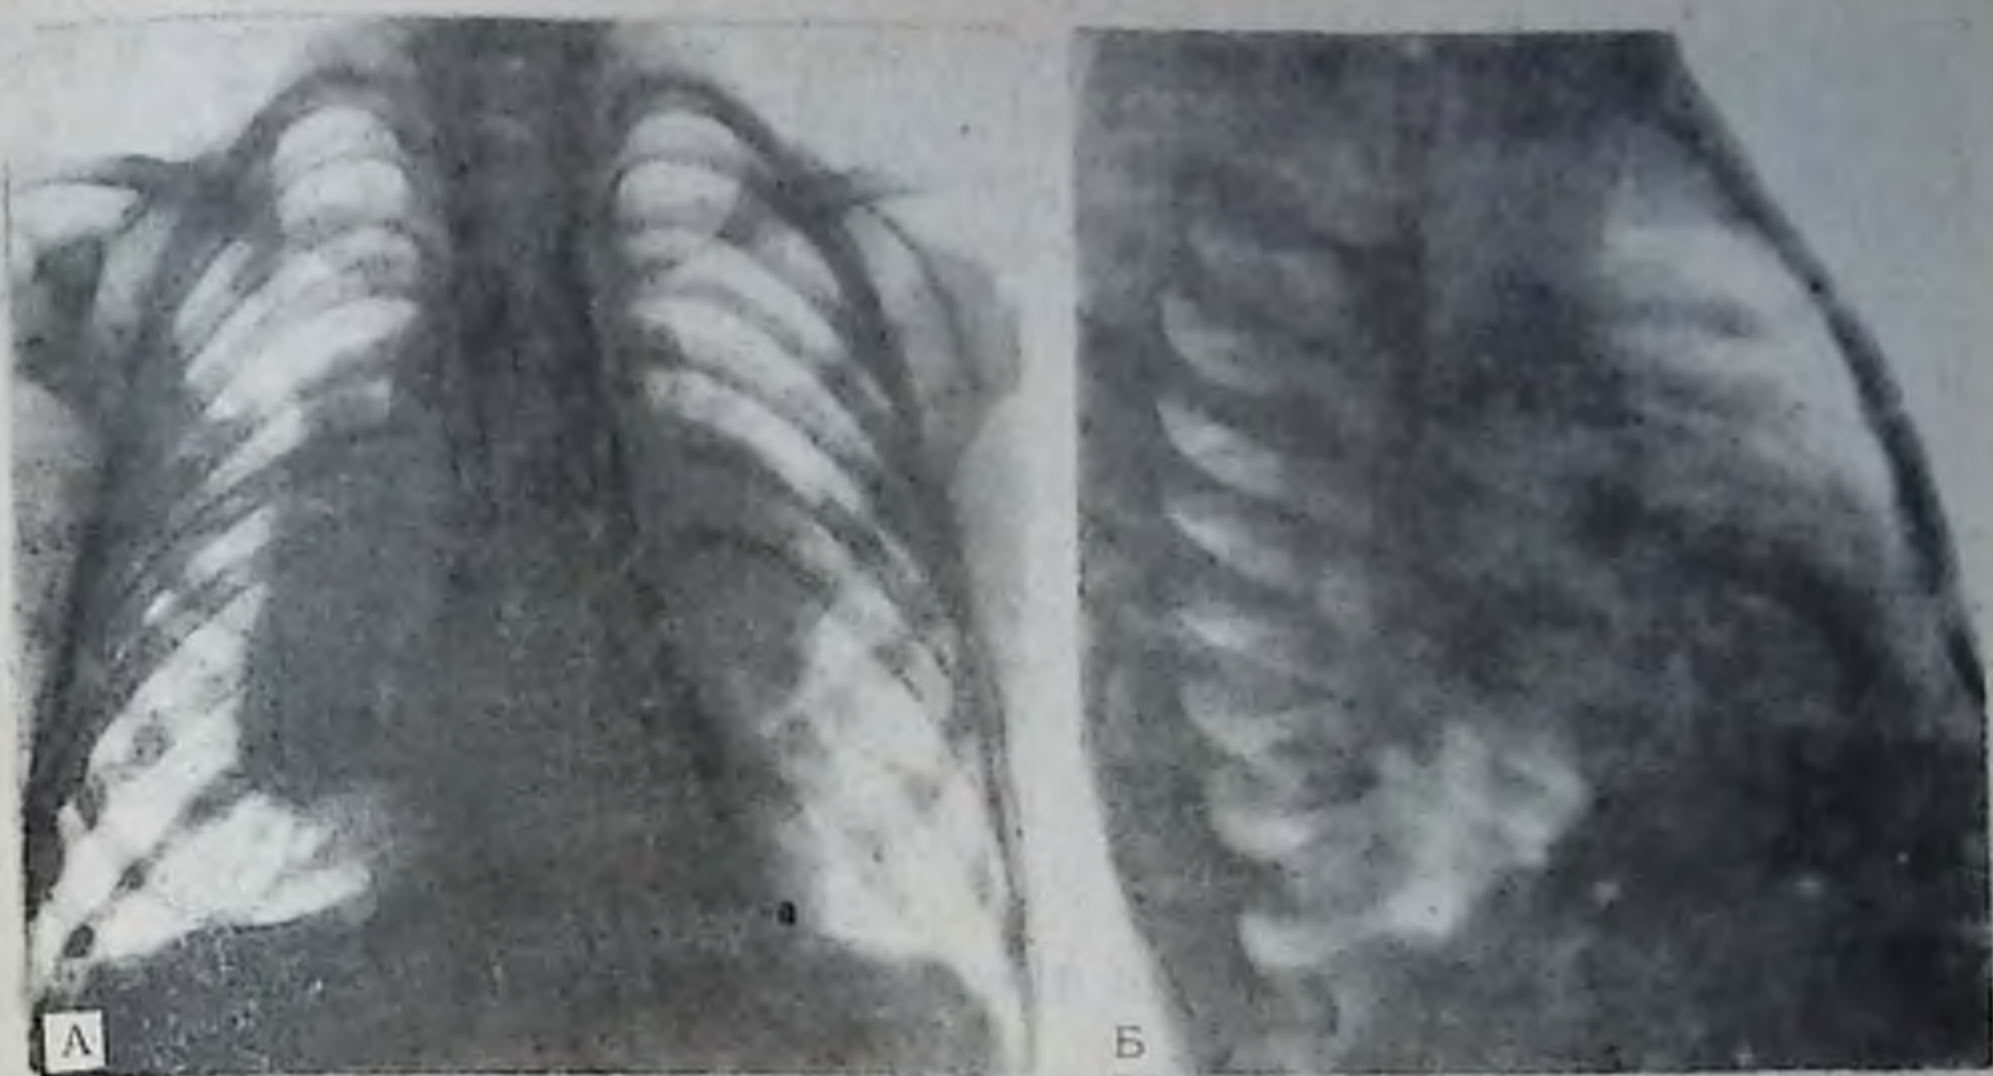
Рентгенограмма грудной клетки в двух проекциях (А, Б) ребенка 6 лет. В обоих корнях легких отмечается увеличение трахеобронхиальных и бронхопульмональных лимфоузлов, вследствие чего корни резко увеличены. Ведущий синдром — патология корня. Лимфосаркома.
